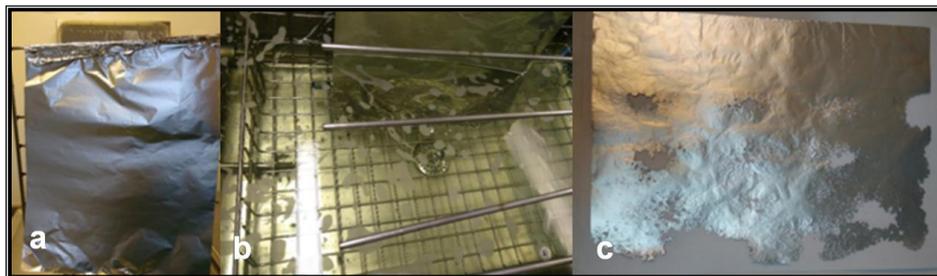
a. Hoja de papel aluminio colocada en el soporte de la canasta del ultrasonido, b. Inmersión del papel aluminio he inicio del ciclo, c. Perforación de la hoja de aluminio debido a las cavitaciones.⁸²
